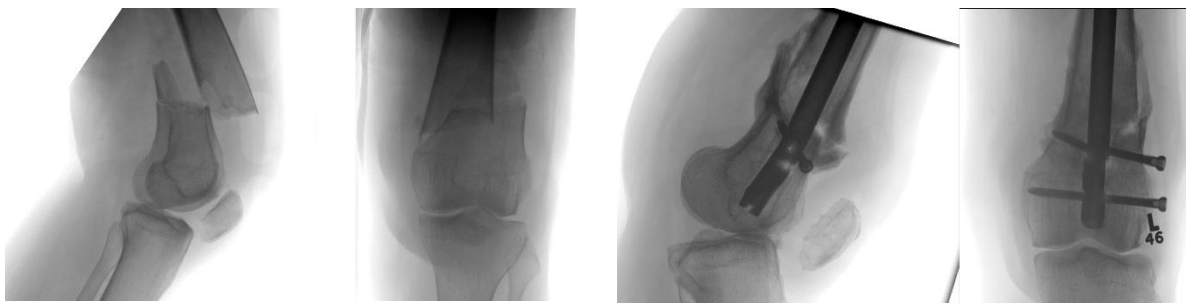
Radiografii ale zonei implantate a,b)preoperatorii, c,d) la data reviziei
